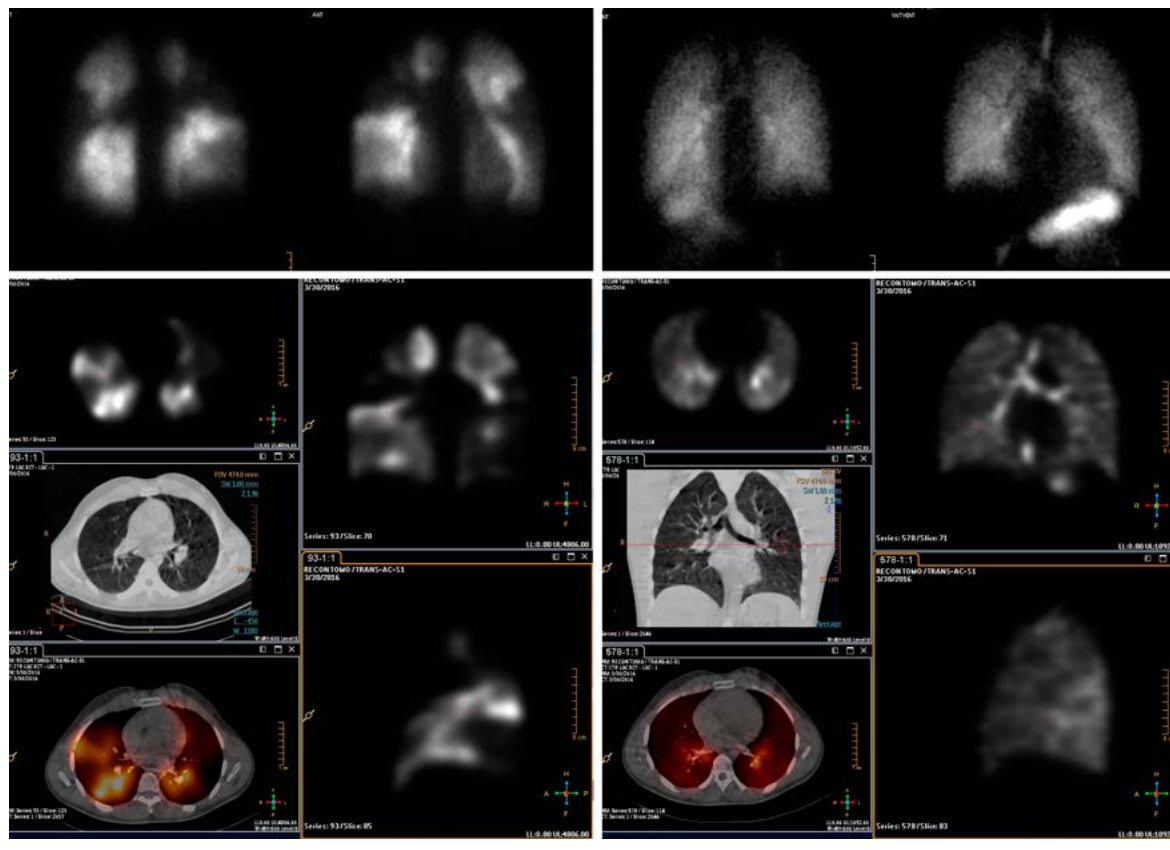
Результат исследования легких по расширенному протоколу у пациента с ХТЭЛГ. По данным перфузионного исследования (планарной сцинтиграфии и ОЭКТ) – множественные дефекты перфузии с вовлечением практически всех долей обоих легких. По данным вентиляционной сцинтиграфии и ОЭКТ – выраженных ингаляционно-вентиляционных дефектов не визуализируется, отмечается снижение вентиляции в зонах повышенной воздушности по данным КТ в 4 сегменте справа. Других значимых изменений паренхимы легких по данным КТ не выявляется.
